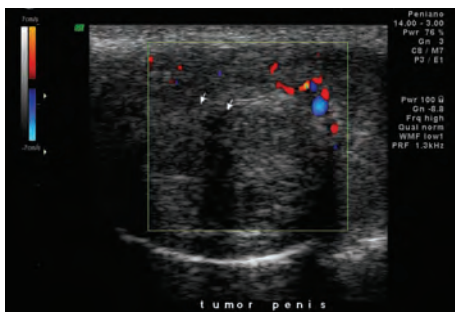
e 80 – Adenopatia inguinal no contexto deste tumor do pênis, em *modo B*, e em *Power Doppler*.
